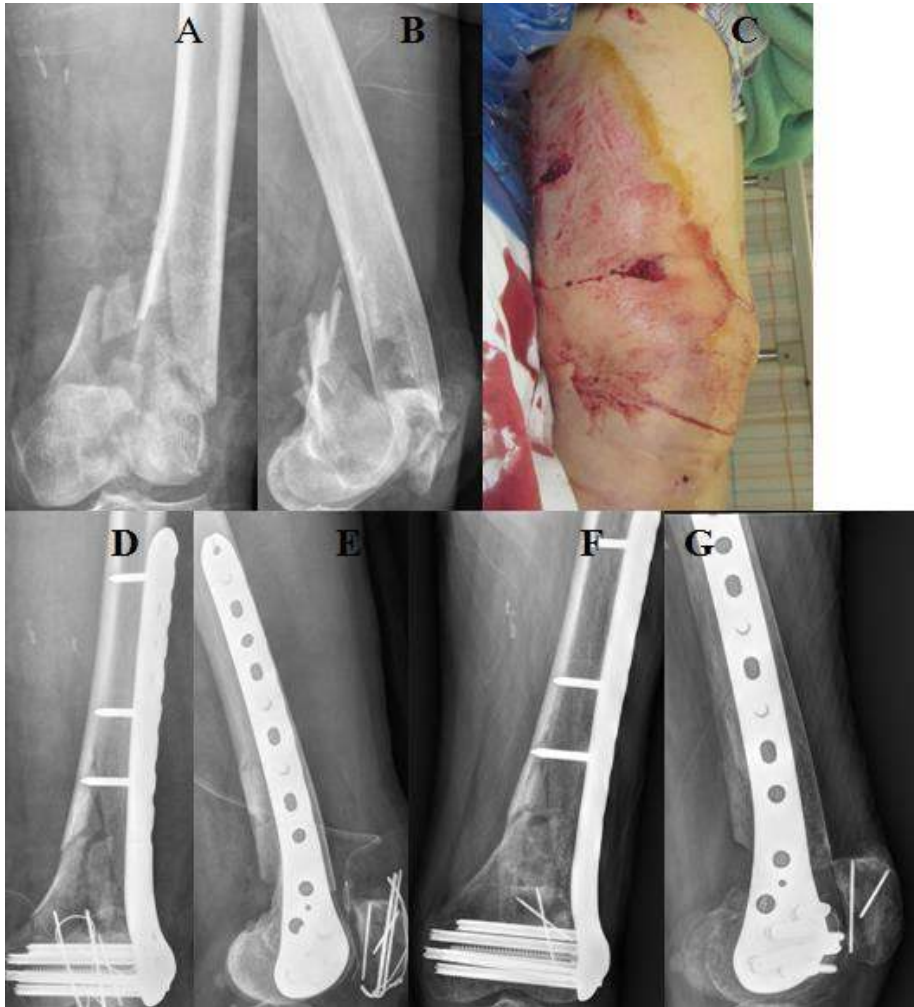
82 year-old female patient with traffic accident, (A,B,C) Initial x-rays show open fracture of left distal femur(AO 33-C3, Gustilo-Anderson II) with patella comminution fracture. (D,E) Immediate postoperative x-ray show closed reduction and internal fixation with LCP 10H (F,G) Postoperative 6 months X-ray show bone union.
